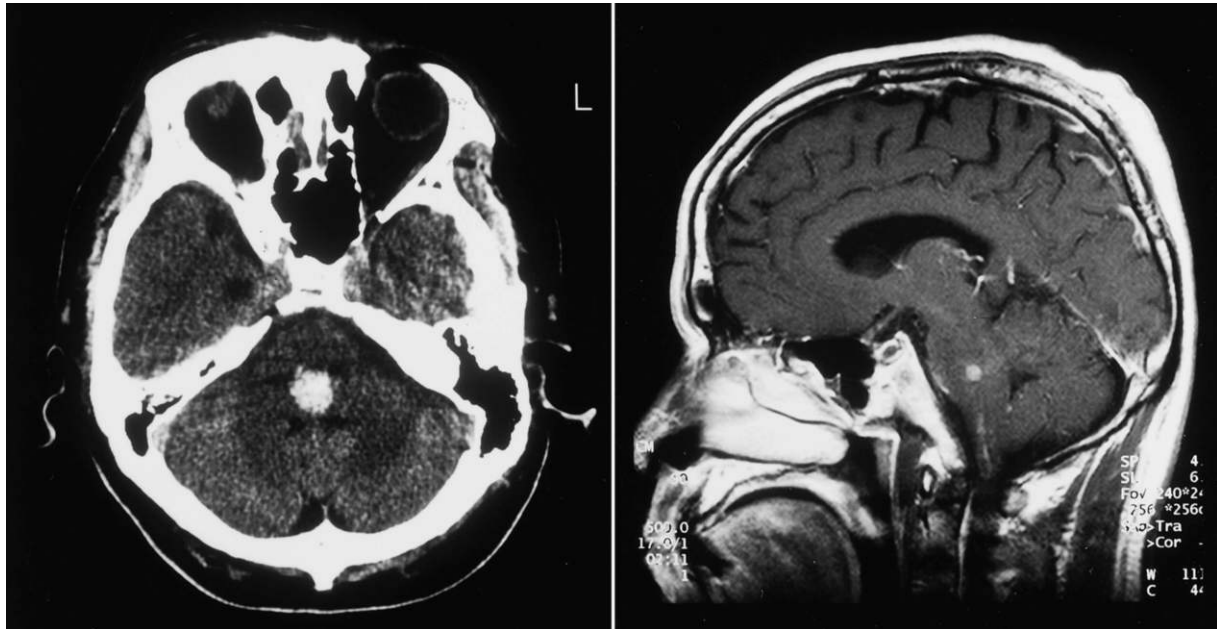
症例 2 の頭部 CT と magnetic resonance imaging (MRI)。
